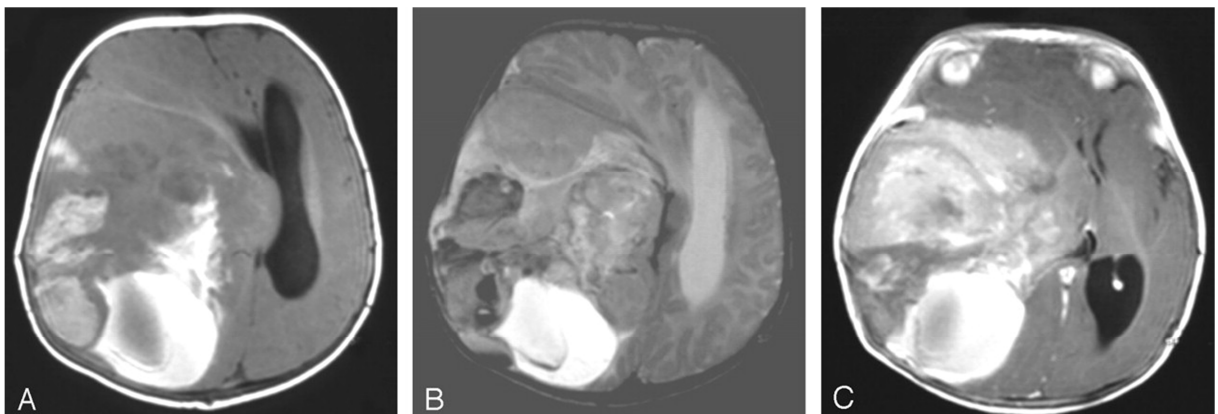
Coupe axiale T1 (A), T2 (B), et T1 après injection de gadolinium (C). Ces images IRM montrent une volumineuse tumeur fronto-temporo-pariétale, hétérogène avec effet de masse majeur et portions kystiques et charnues. D'après Tréhan *et al.* (62).
